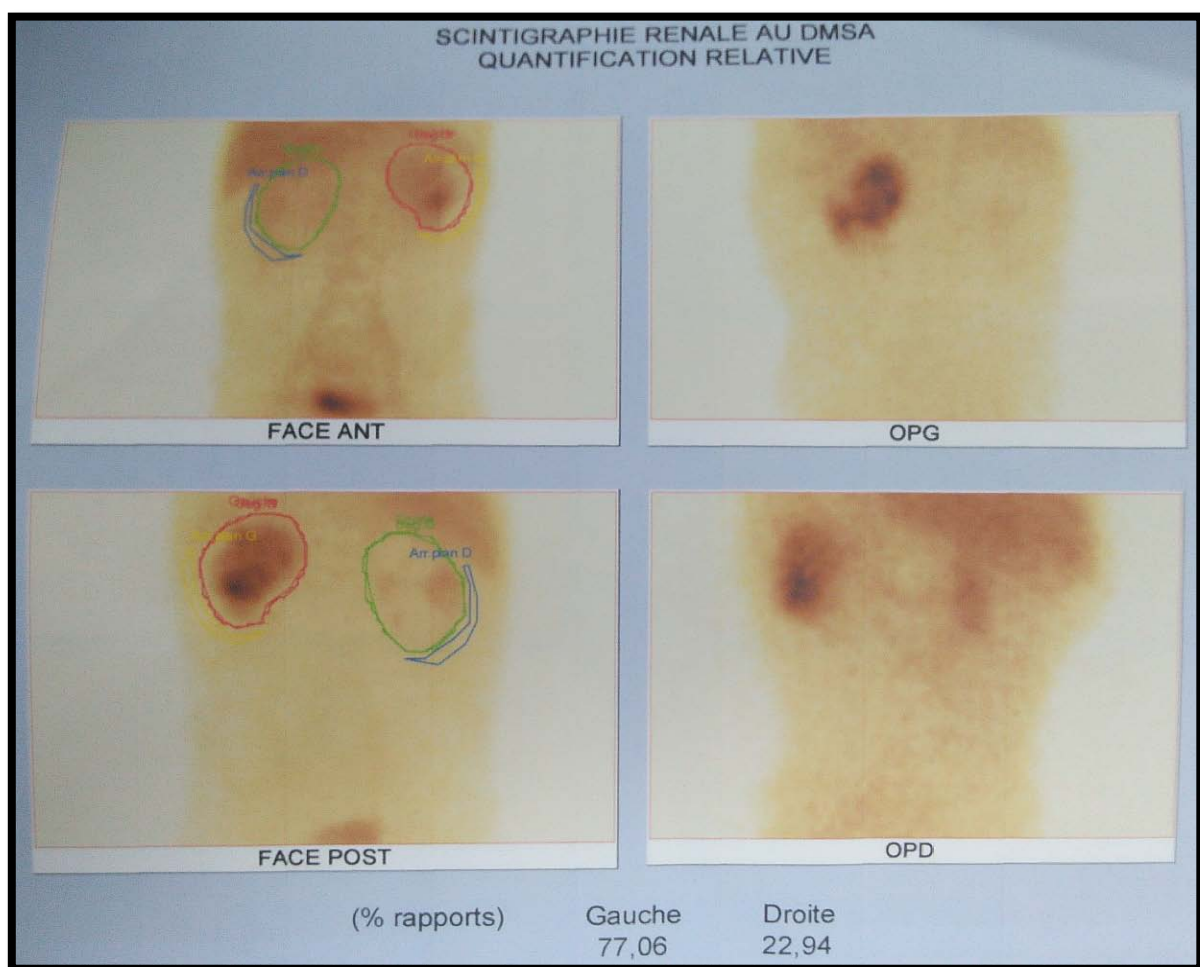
Résultats d'une scintigraphie rénale au DMSA.
